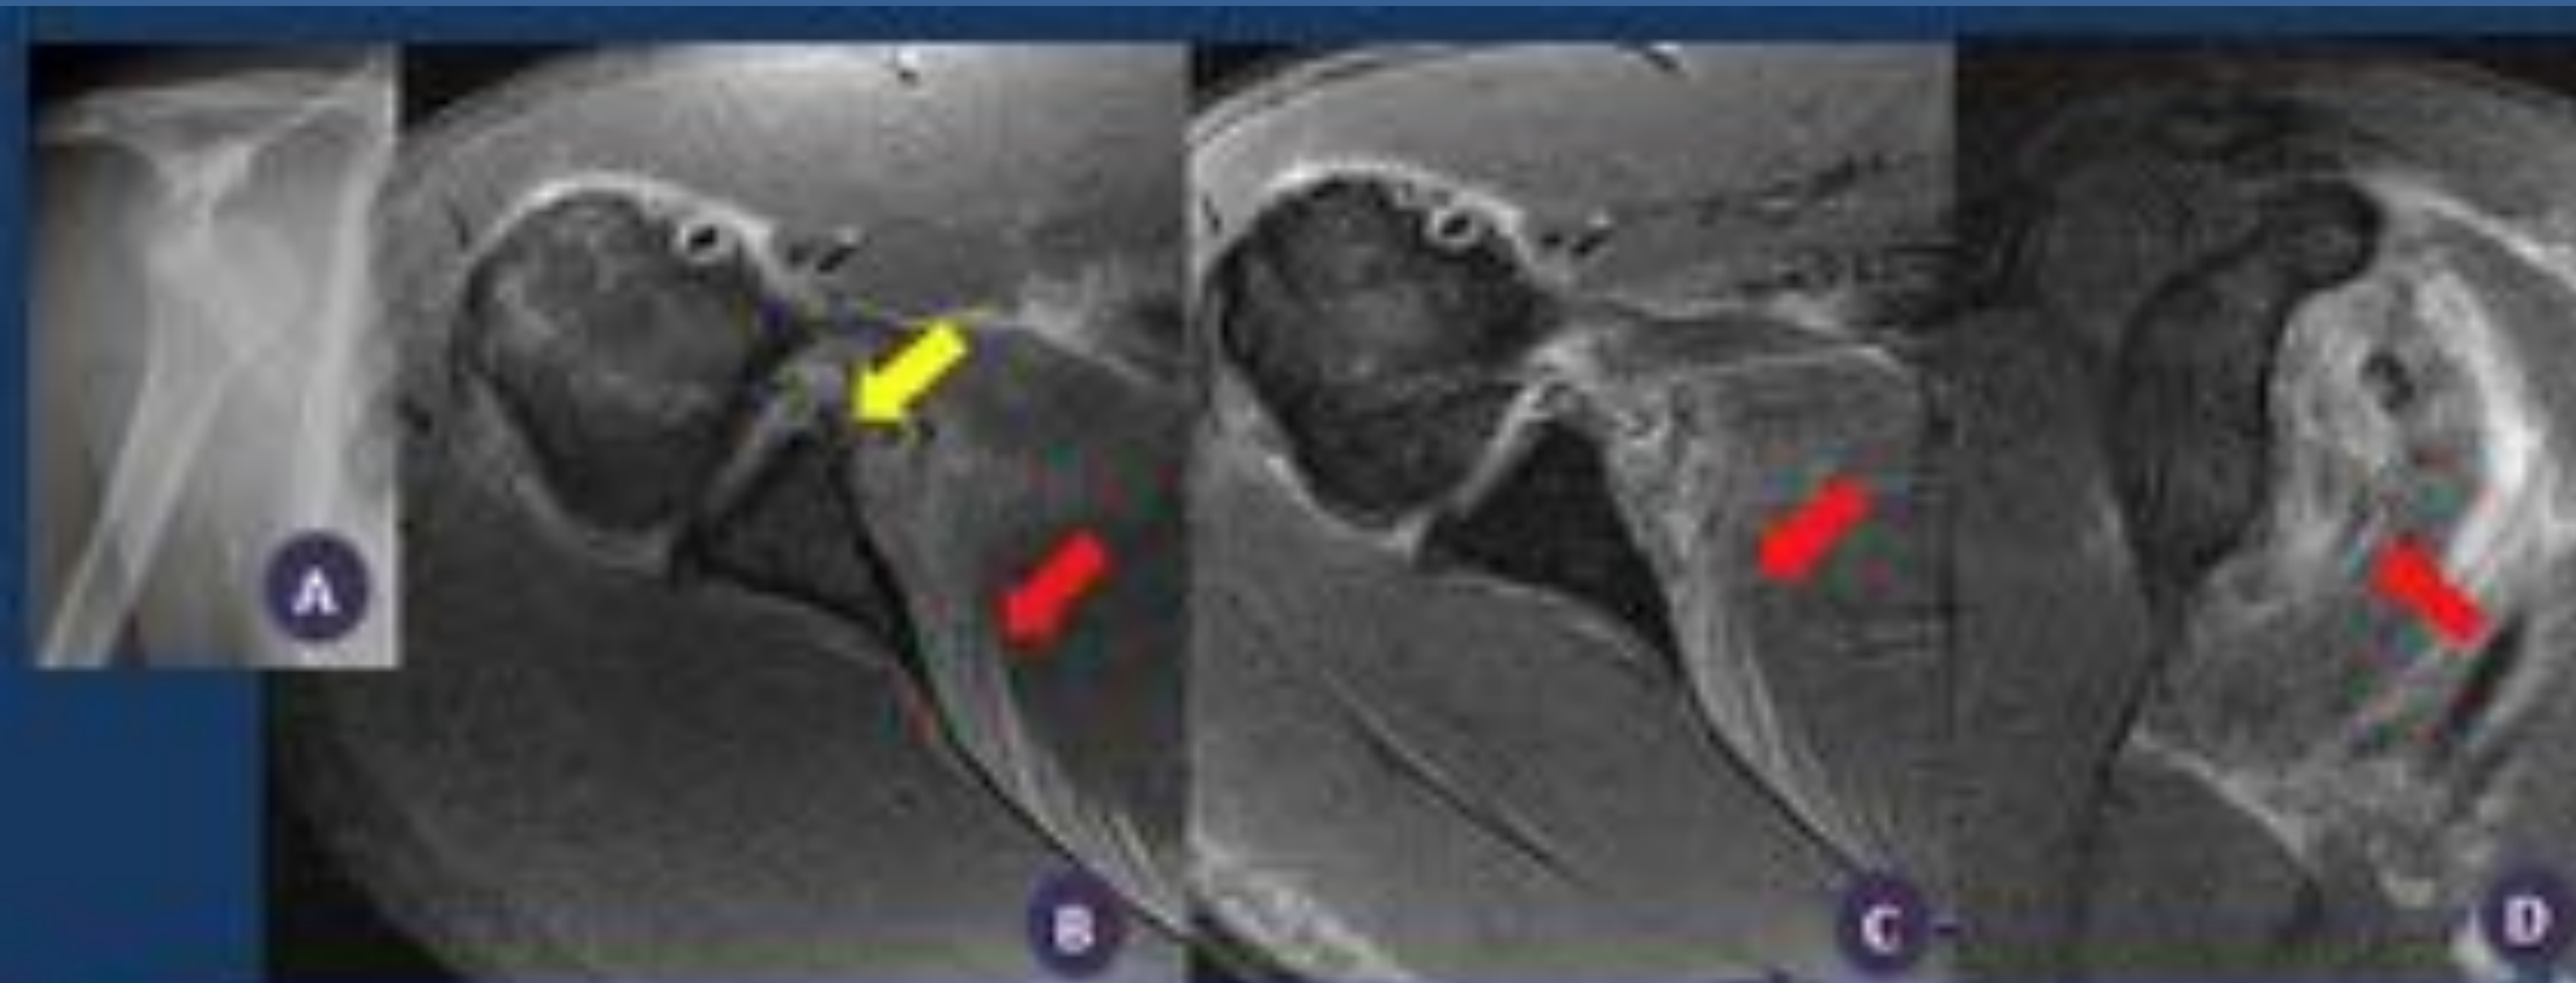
A y B) gradiente T2 axial. C) sagital DP-FS). Paciente varón de 17 años con luxación traumática y RM realizada en menos de 24 horas del episodio traumático. Significativa cantidad de derrame articular (flechas rojas) demostrando lesión del complejo cápsulo-labral antero-inferior con avulsión perióstica y labrum medializado. Lesión Bankart - ALPSA (flechas amarillas).
